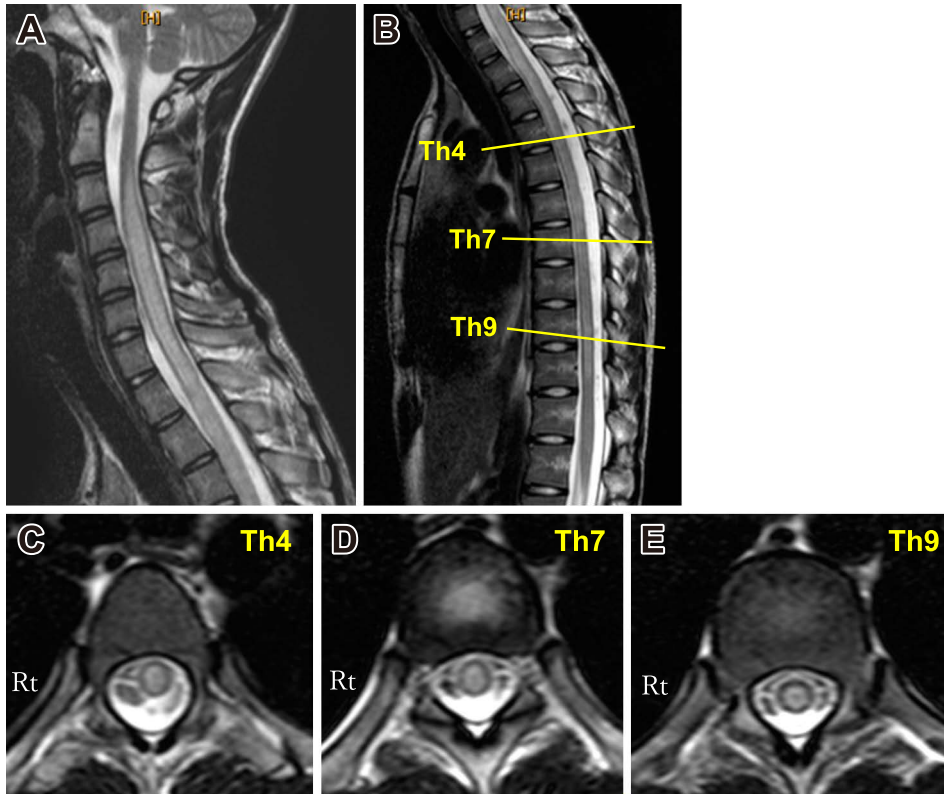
Spinal MRI on admission.
